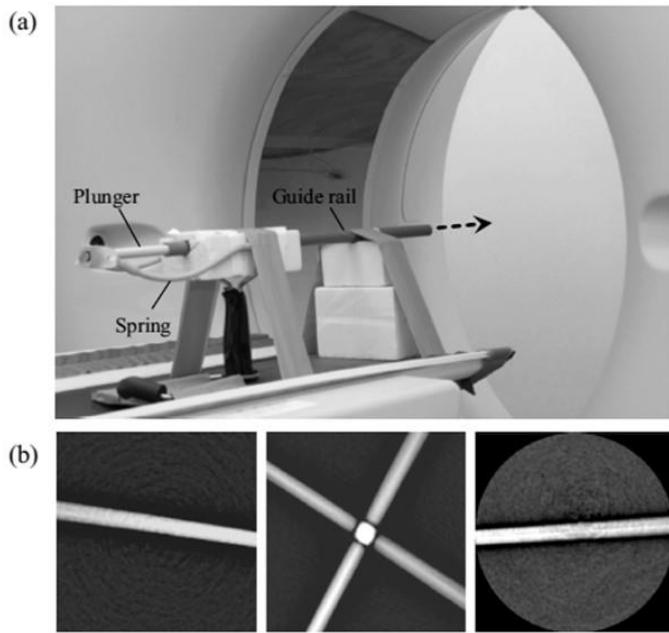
(a) Photograph of the launching platform for TR measurement. (b) Impulse response images of respective CT scanners: (left) SHM for DSCT, (middle) DHM for DSCT; (right) 64HM and 160HM for ADCT. The black arrow in the photograph indicates the flying direction of the small metal ball.
